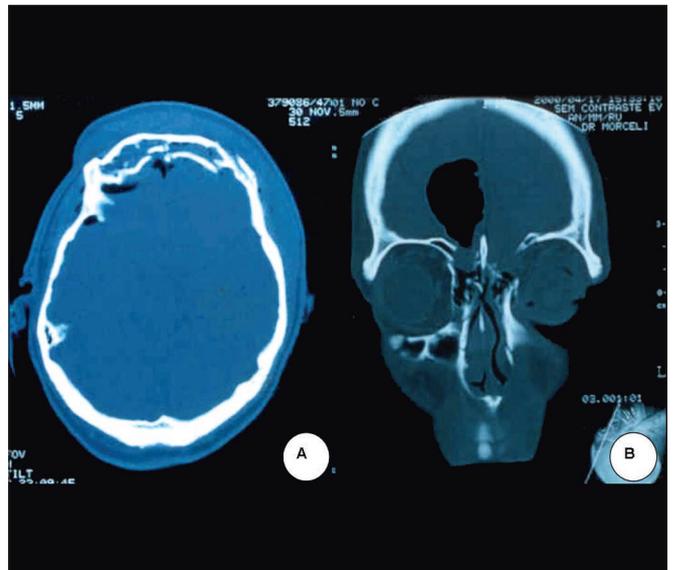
A. TC de seios da face mostrando em A e B fratura da parede posterior do seio frontal com formação de pneumoencéfalo. B. TC de seios da face onde pode-se observar hermação de tecido cerebral (meningocele) e pneumoencéfalo.
